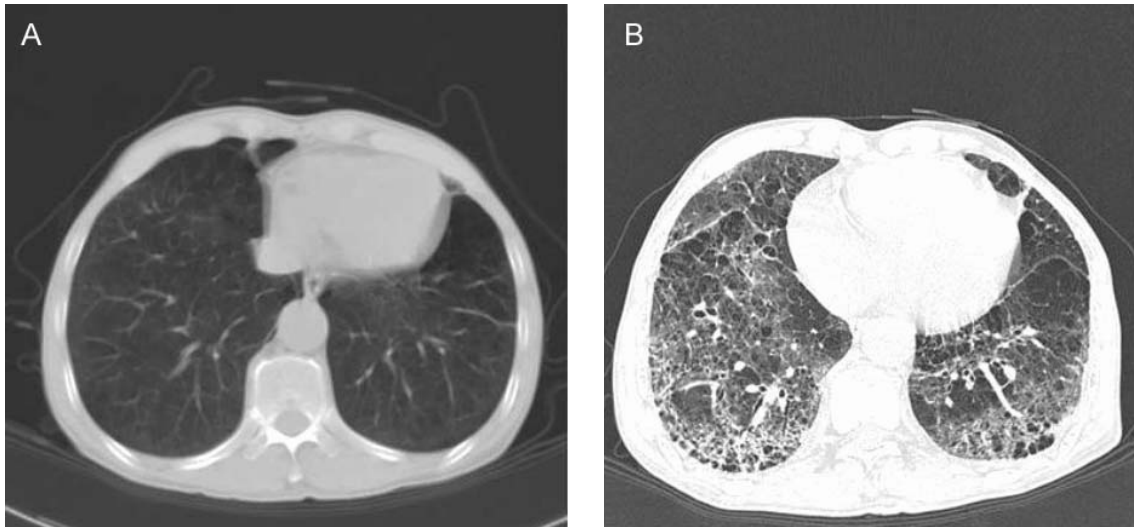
Basal lung included in abdominal CT scan (A) showed emphysematous lung. After second cycle of chemotherapy (B), reticular with ground-glass opacity and honeycomb change were observed on HRCT.
